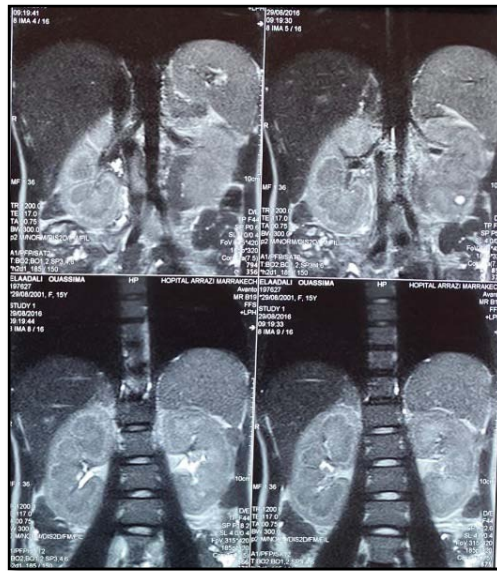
IRM abdominale : Hypertrophie surrénalienne homogène bilatérale.
